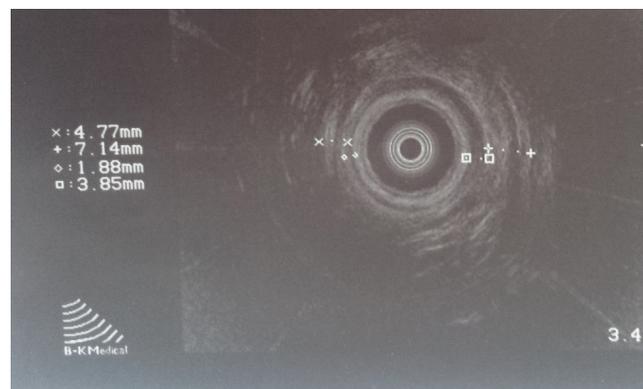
Anal ultrasound findings in patients with anorectal malformation. Partial absence of the external anal sphincter and internal sphincter hypertrophy in the middle channel.
